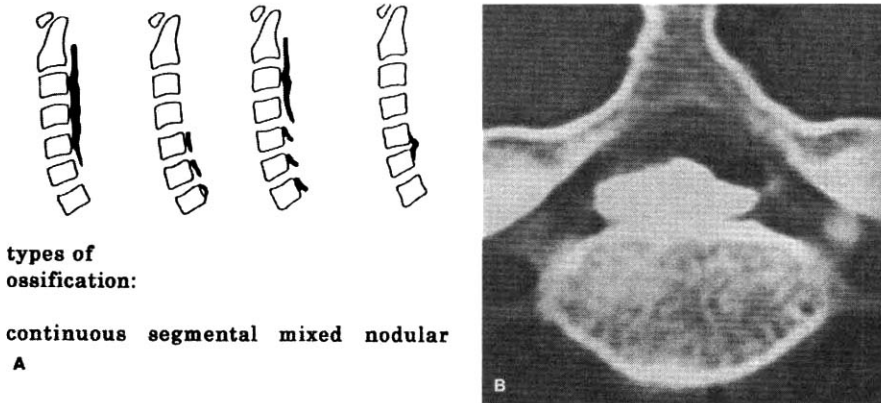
(A) Types of ossification of the posterior longitudinal ligament. (B) A typical computed tomography view of the ossified lesion occupying 60% of the spinal canal depth
